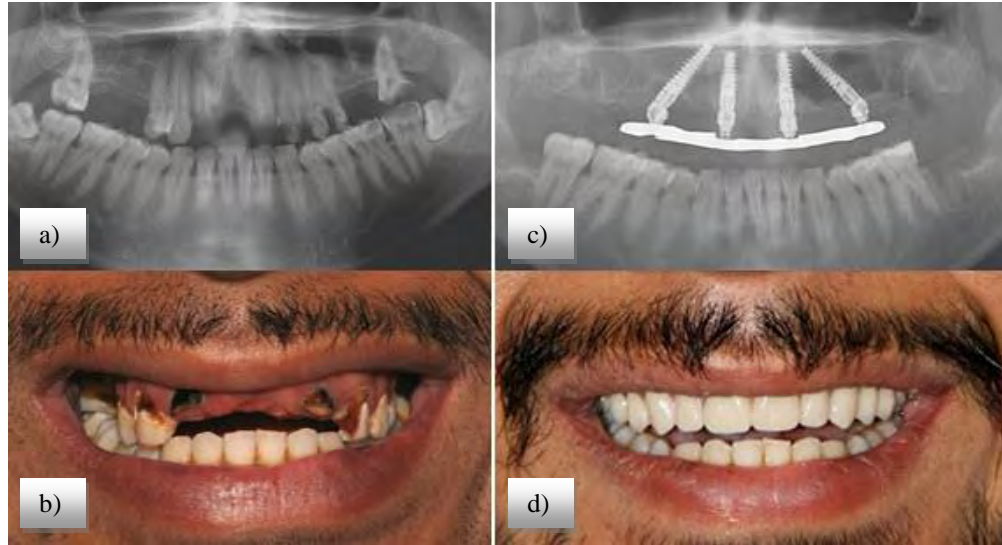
Técnica de all on four. Rehabilitación implantosoportada con carga inmediata a) radiografía inicial, b) fotografía extraoral inicial c) radiografía después de la cirugía con implantes colocados, d) fotografía extraoral final del paciente rehabilitado al salir de la cirugía. ³⁴
